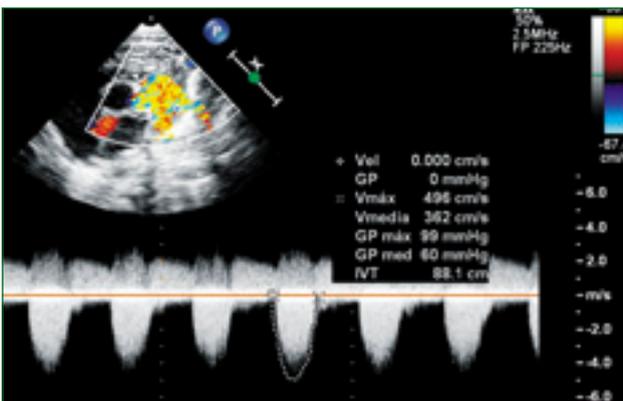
Doppler continuo a nivel de válvula pulmonar con gradiente pico estenosis de 99mmHg. Apréciase asimismo el flujo continuo dado por la permeabilidad del conducto arterioso.
